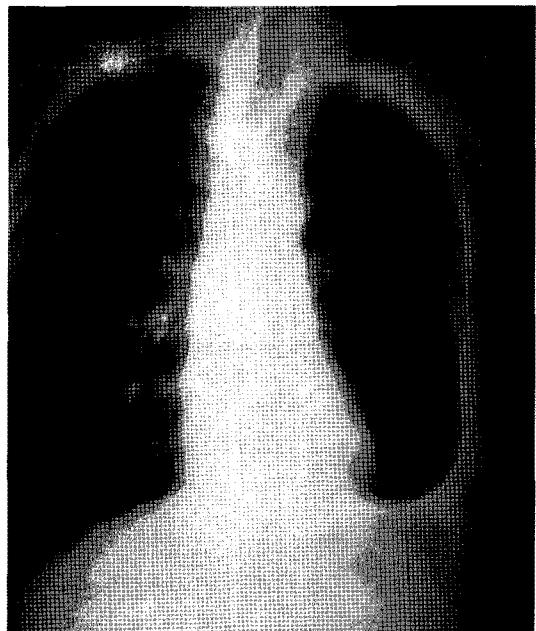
The chest X-ray shows the state of the left lower lobectomy and the left pleural effusion. There was no definite evidence of tumor recurrence.
